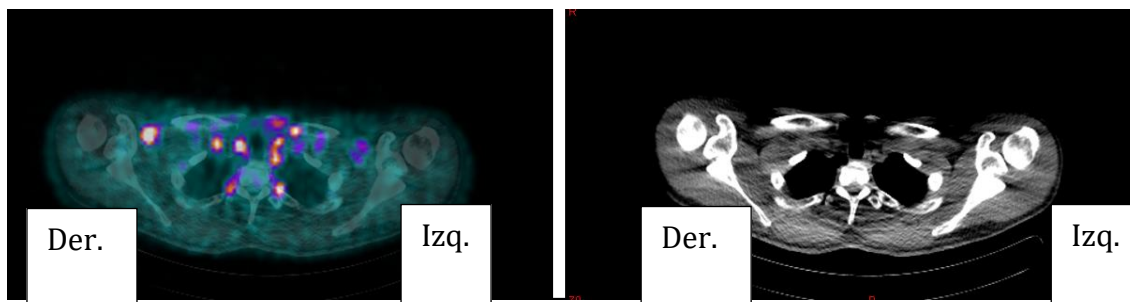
Visualización de una imagen PET/TAC
